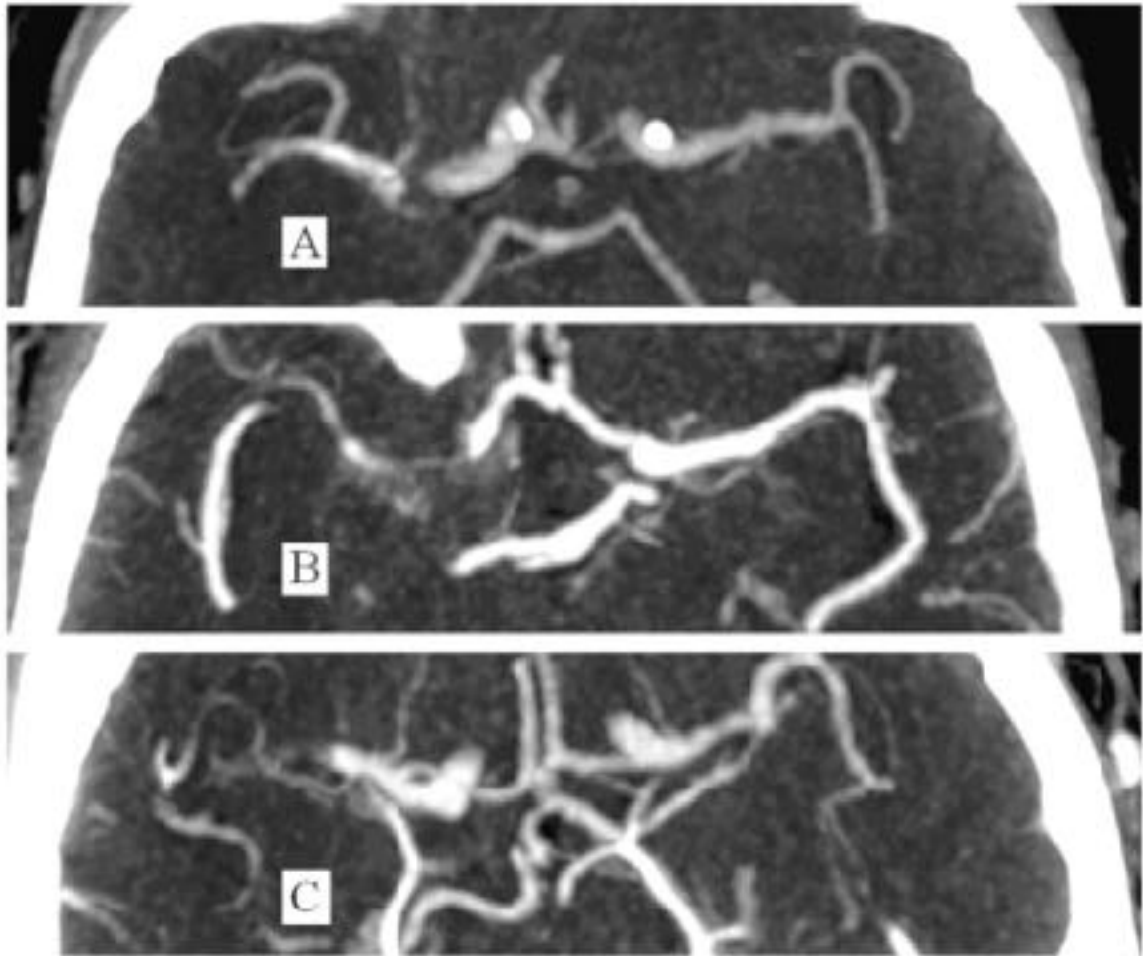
axiale CTA mit Verschluss der rechten ACM mit Kollateralstatus (A) „gut“, (B) „moderat“ und (C) „schlecht“ (Miteff et al., 2009)
